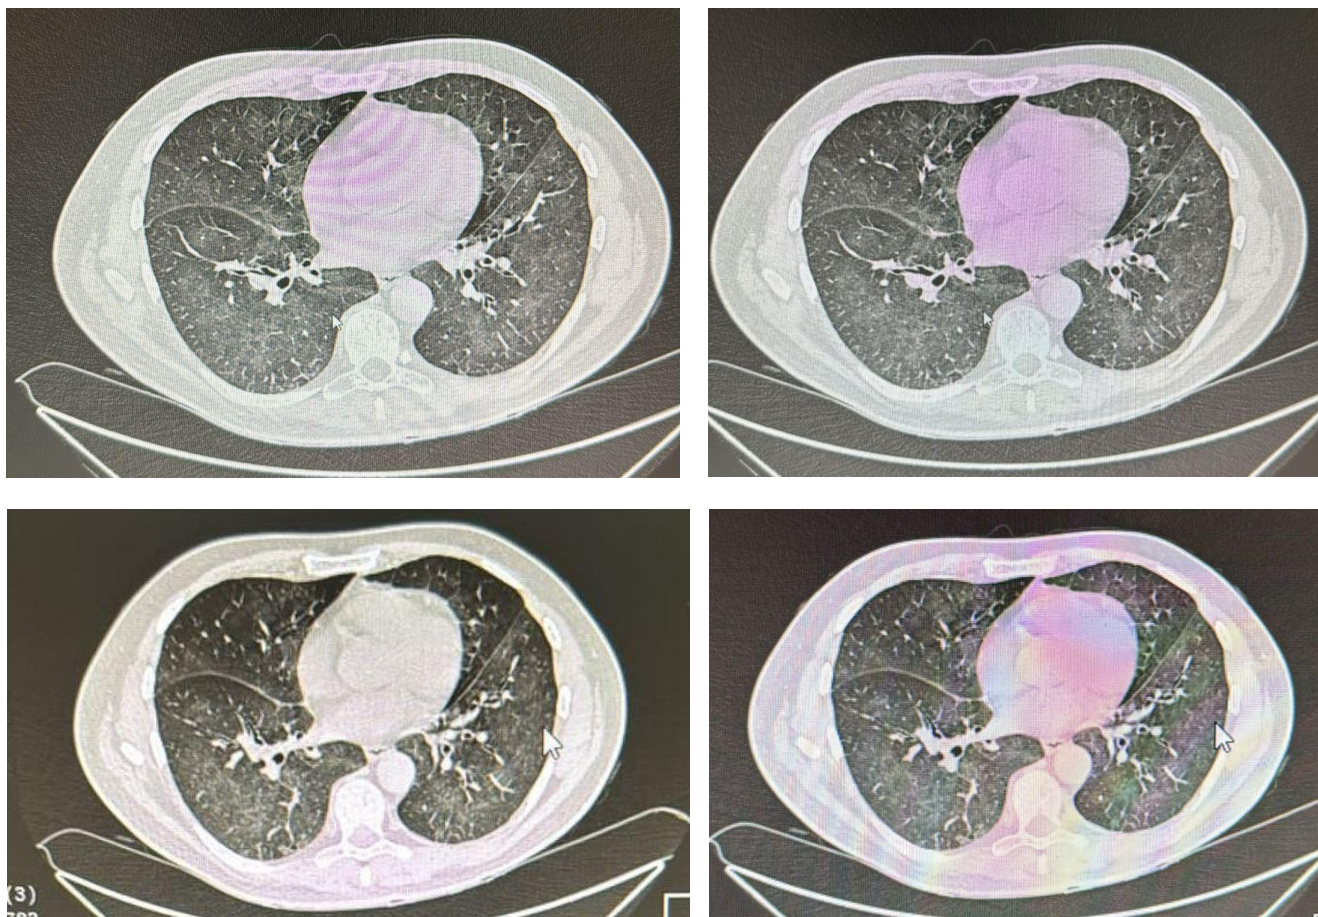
КТ картина поражения легких при НКИ у больного ММ. Множественные участки уплотнения легочной паренхимы по типу «матового стекла» в нижней доле обеих лёгких
